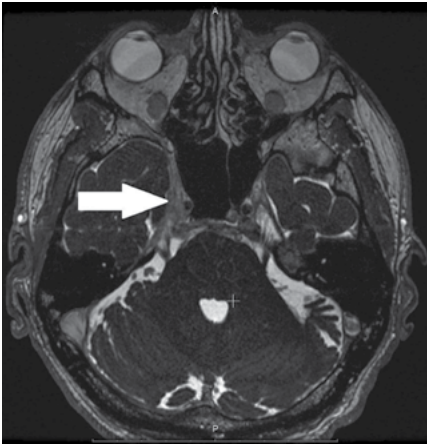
МРТ головного мозга (аксиальная проекция), режим 3D FIESTA-C
